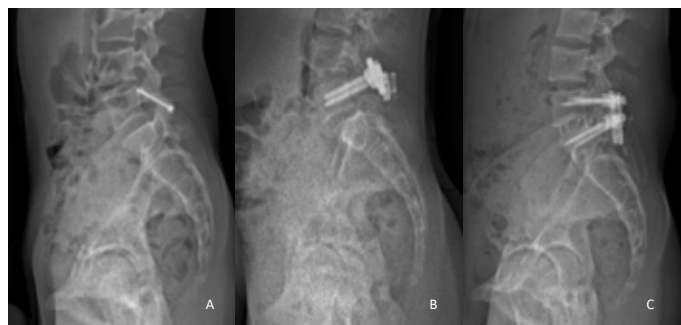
radiographies de profil de la jonction lombo-sacrée montrant (A) un exemple de reconstruction isthmique percutanée selon Buck réalisée sous navigation chirurgicale, (B) un exemple de reconstruction isthmique par vis pédiculaire associée à une fixation de la lame par un ligament, (C) un exemple de d'arthrodèse lombo-sacrée L5-S1 circonférentielle réalisée par voie postérieure à l'aide vis pédiculaires et de cages intersomatiques PLIF.
